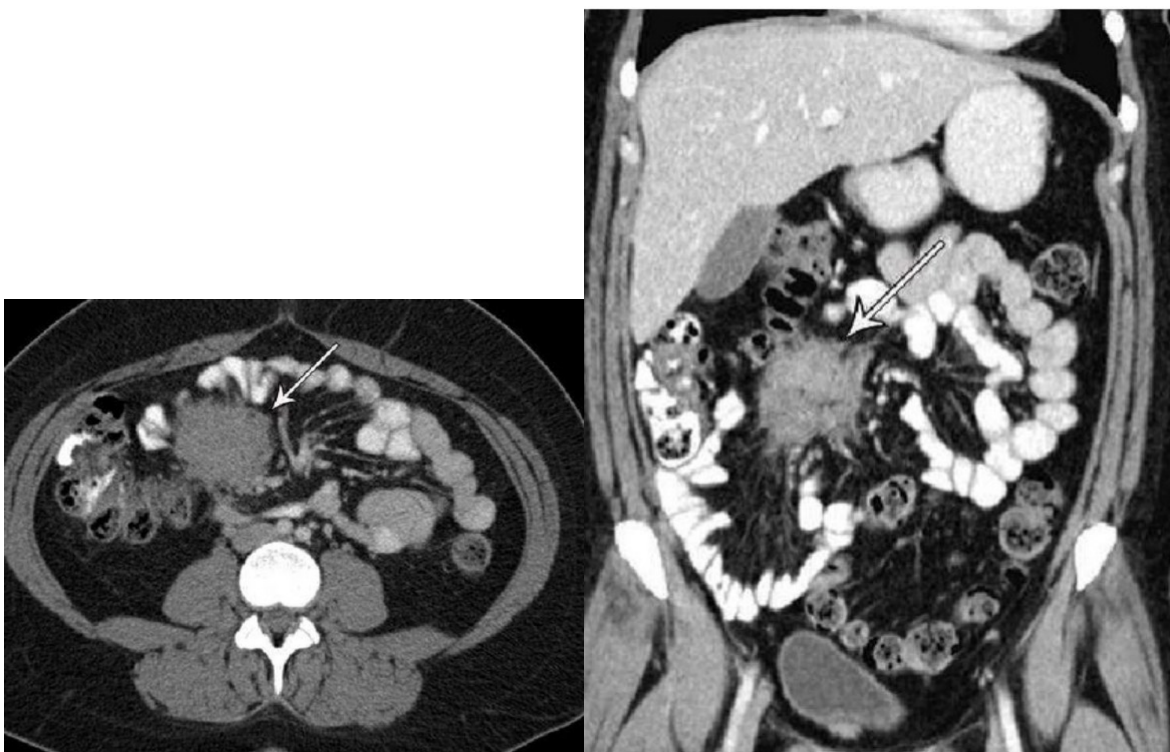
Intraabdominal fibromatose. Mesenterisk fibromatose hos 29-årig kvinde med højresidige flankesmerter. (a) Aksiale og (b) koronale CT-billeder viser en masse (pile) i tyndtarmens mesenterium med uregelmæssige marginer og attenuation svarende til muskulatur, mesenterielt fedt omringer læsionen.
